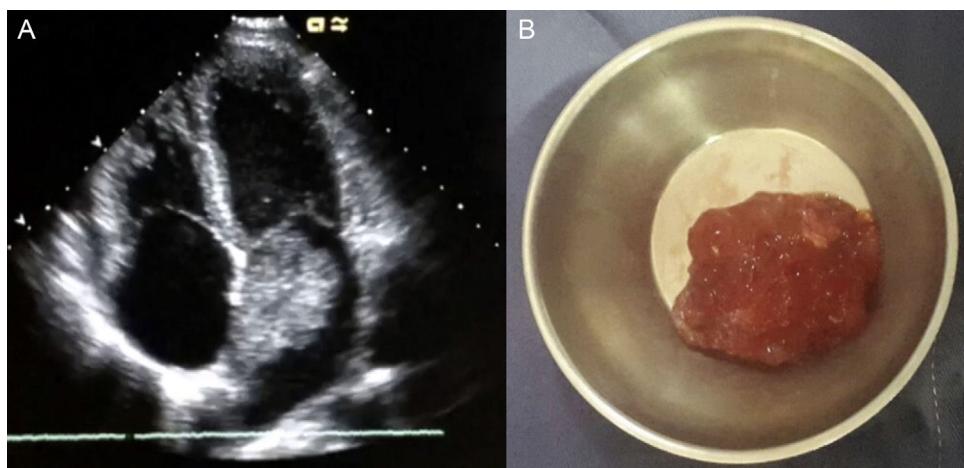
A) Ecocardiograma transtorácico en donde se observa el mixoma auricular izquierdo. B) Macroscopia del mixoma.
